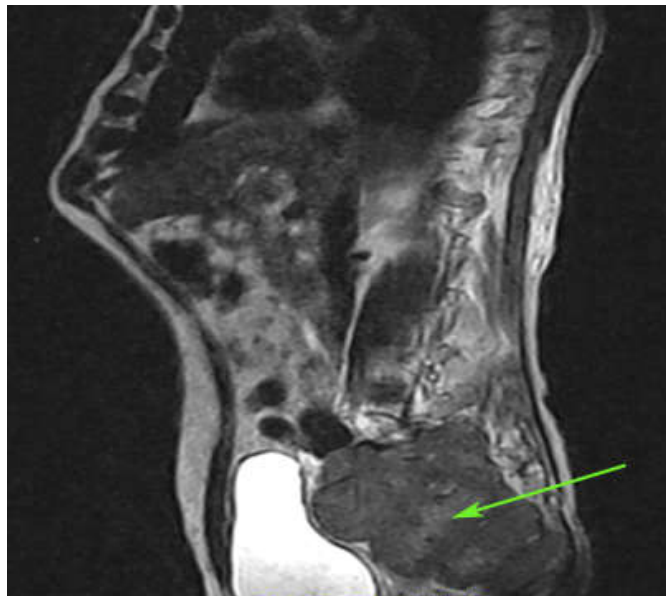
Resonancia magnética nuclear (RMN). Obsérvese imagen hipointensa que desplaza la vejiga hacia delante.
